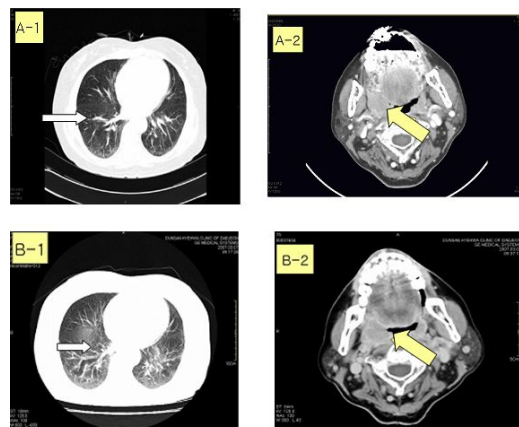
CT, NECK/CHEST WITH ENHANCE
